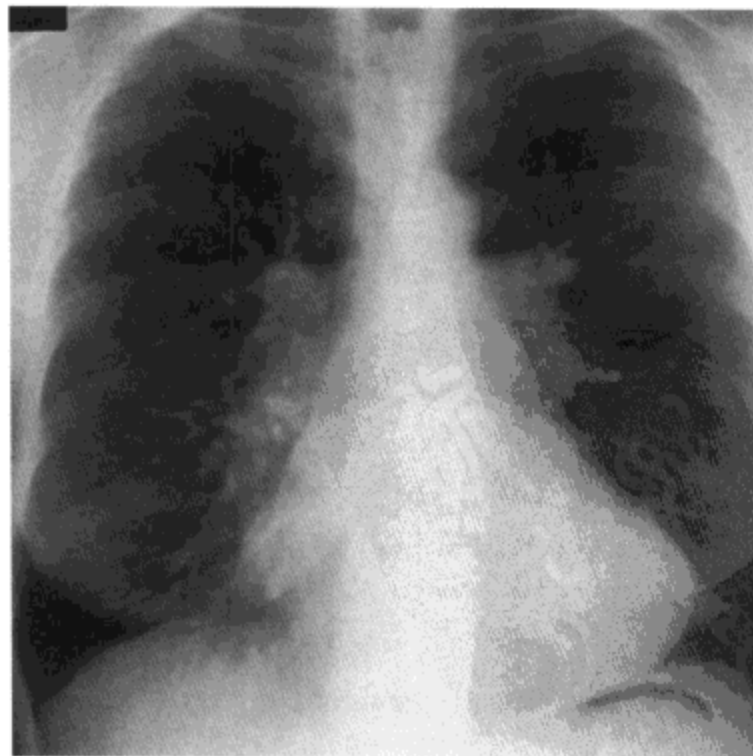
房间隔缺损继发肺动脉高压。X线胸片示中心与周围肺动脉增宽。病人女,47岁,患房间隔缺损。
